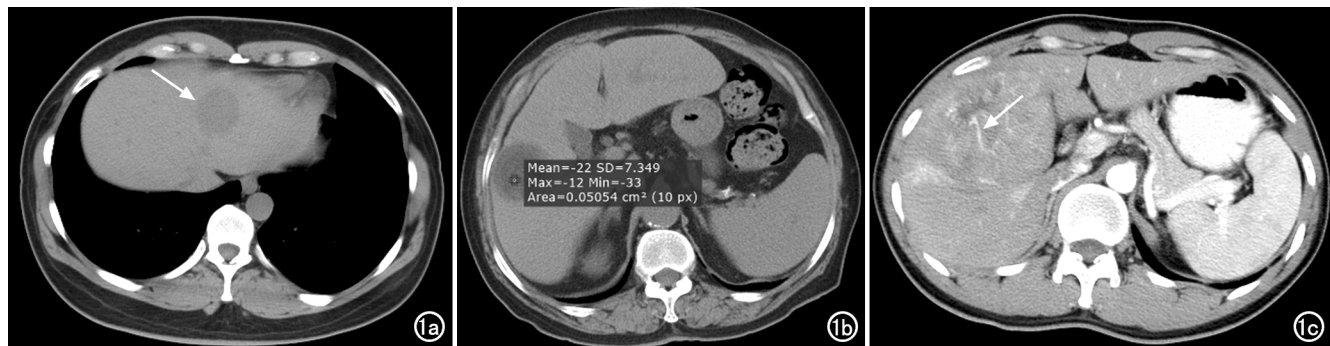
a) CT 平扫示肿瘤密度均匀(箭); b) CT 平扫示瘤内脂肪密度, 测量瘤内部分区域平均 CT 值约为 -22HU; c) CT 增强扫描动脉期瘤内可见动脉血管显影(瘤内动脉征, 箭)。
